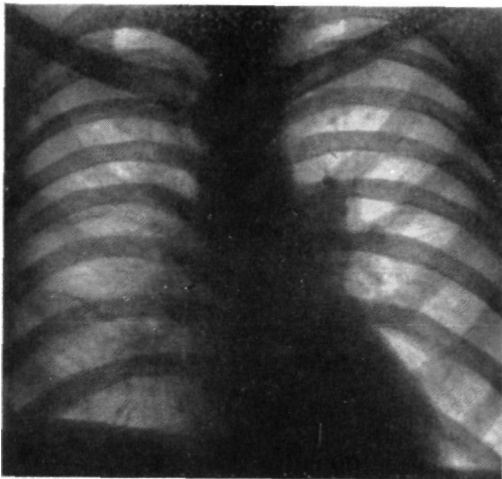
Рентгенограмма больного с двусторонним пневмотораксом после лечения
